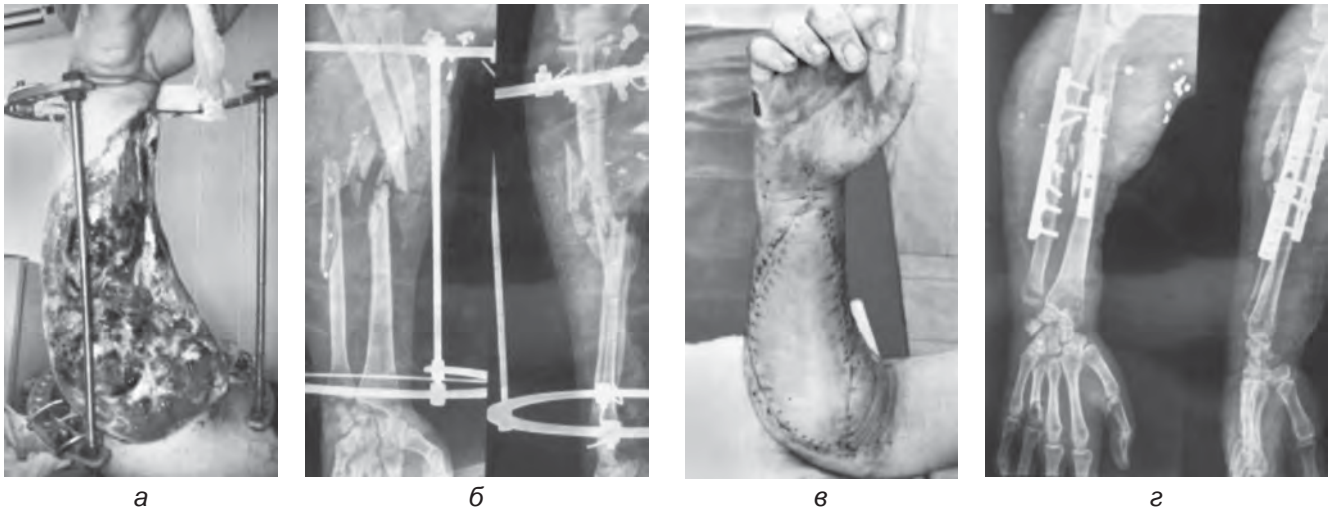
Рентгенограми і зовнішній вигляд вогнепального перелому правого передпліччя на етапах лікування (а–г)
